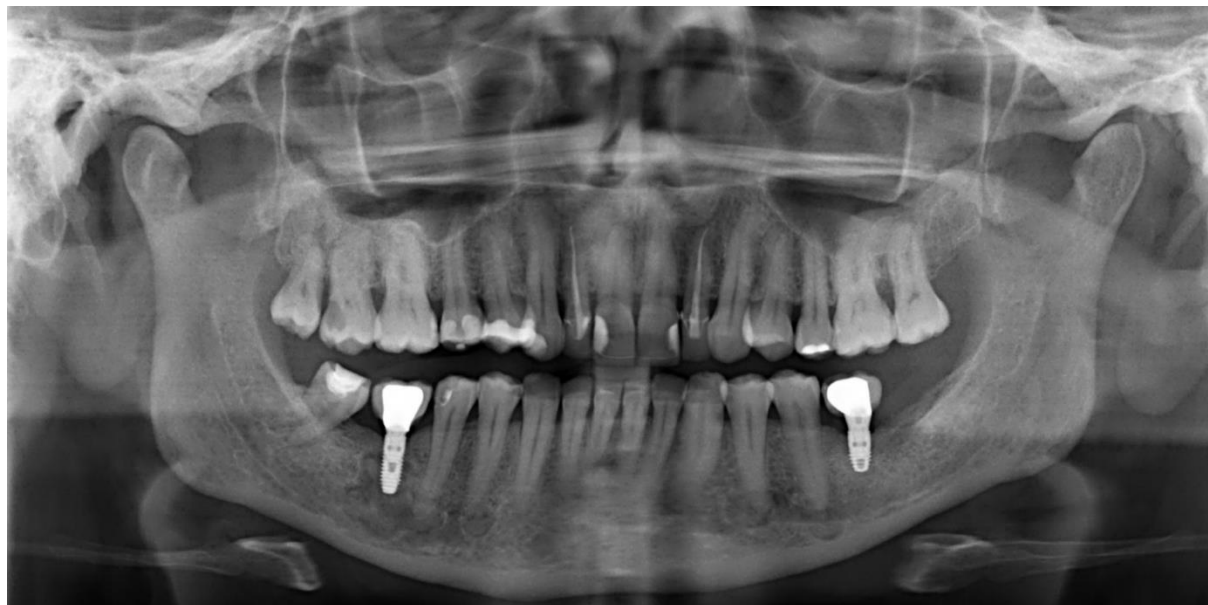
Kontrolni ortopantomogram šest mjeseci nakon ugradnje implantata. Preuzeto s dopuštenjem autorice: izv. prof. dr. sc. Dragana Gabrić, Zavod za oralnu kirurgiju, Stomatološki fakultet Sveučilišta u Zagrebu
